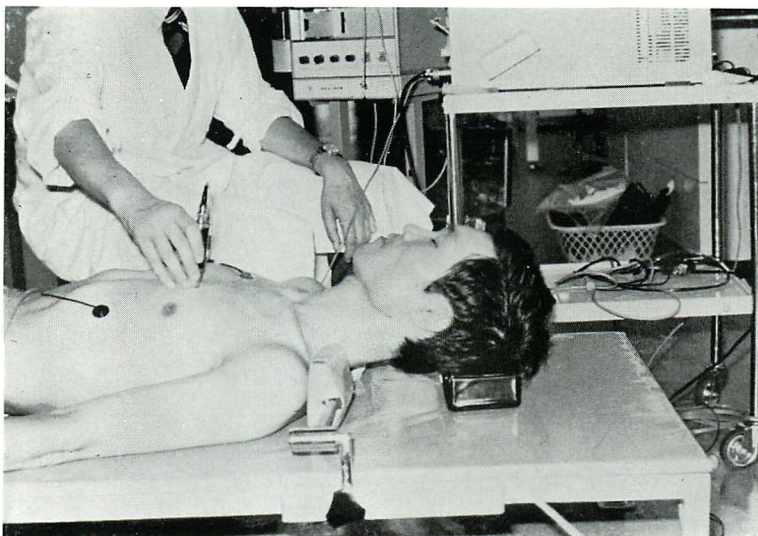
Apparatus and procedure of dynamic exercise echocardiography.
